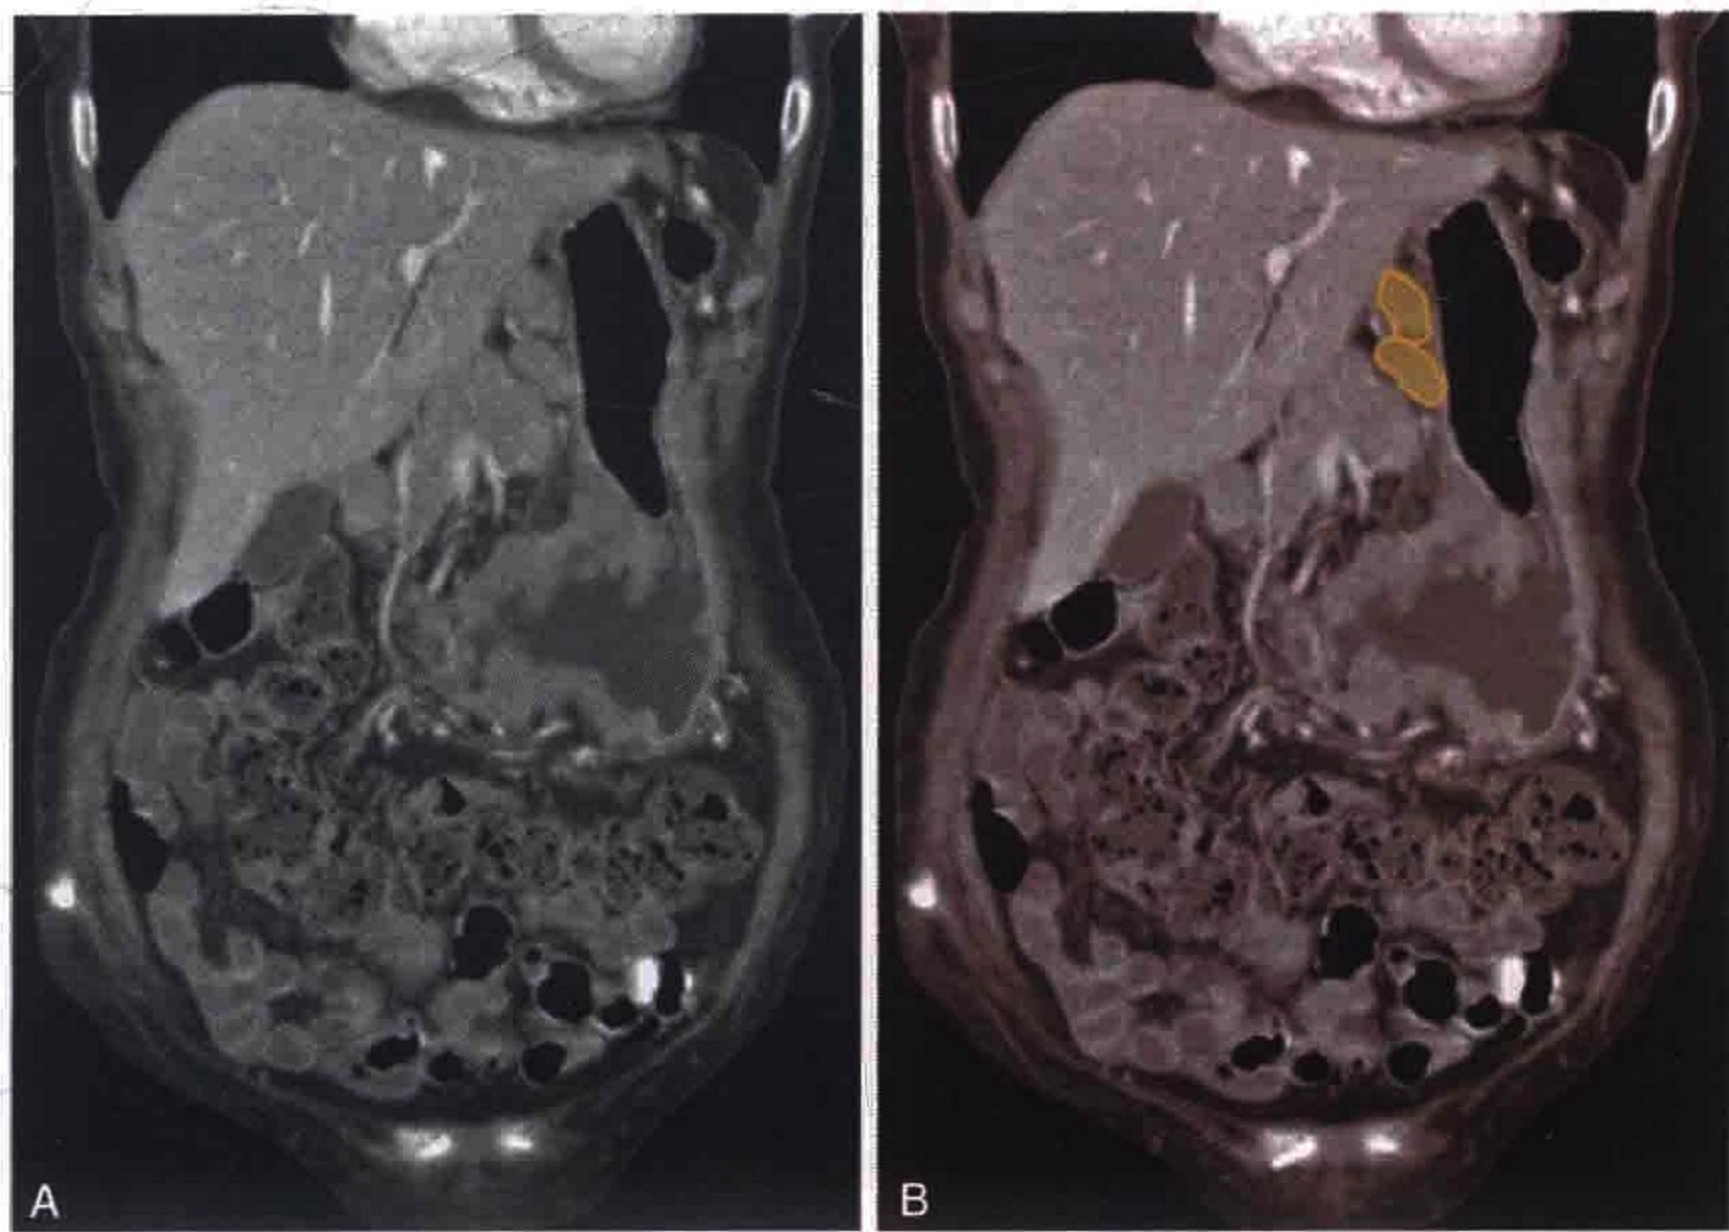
CT 冠状位重组示胃癌患者出现肝胃韧带内明显肿大淋巴结（橘黄色）
